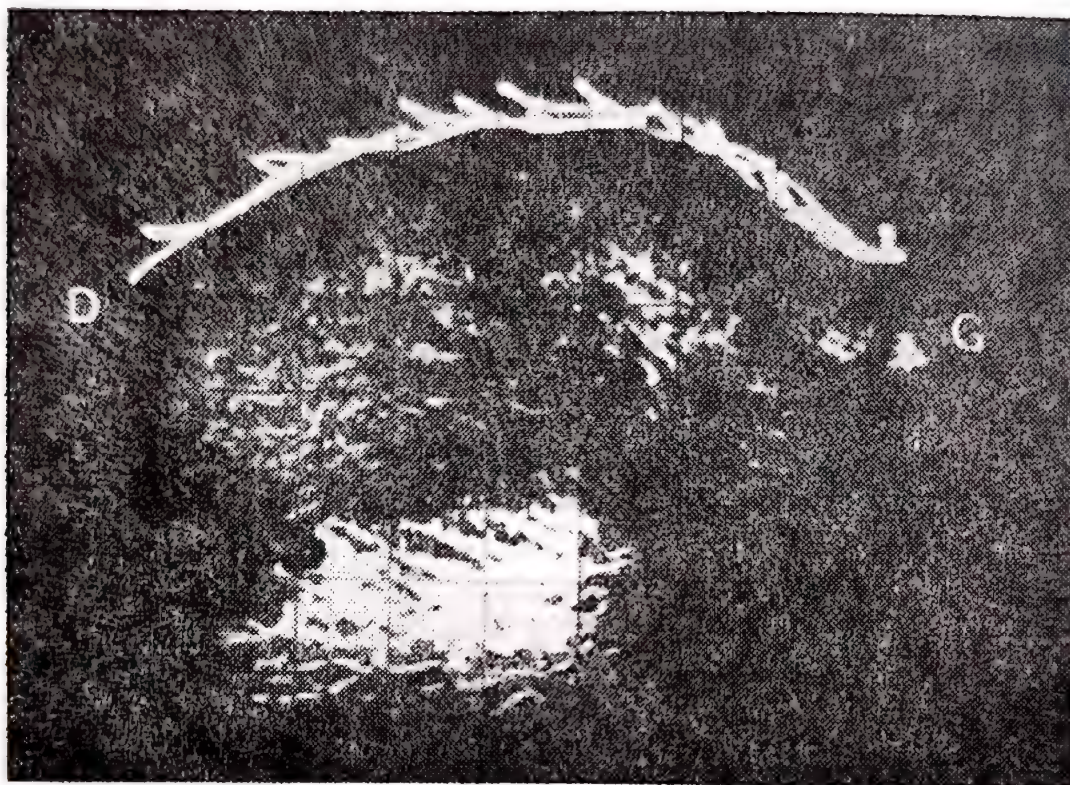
Ecografie bidimensională; cupă transversală de 4 cm sub ombilic (frecvența de 4 MHz).
